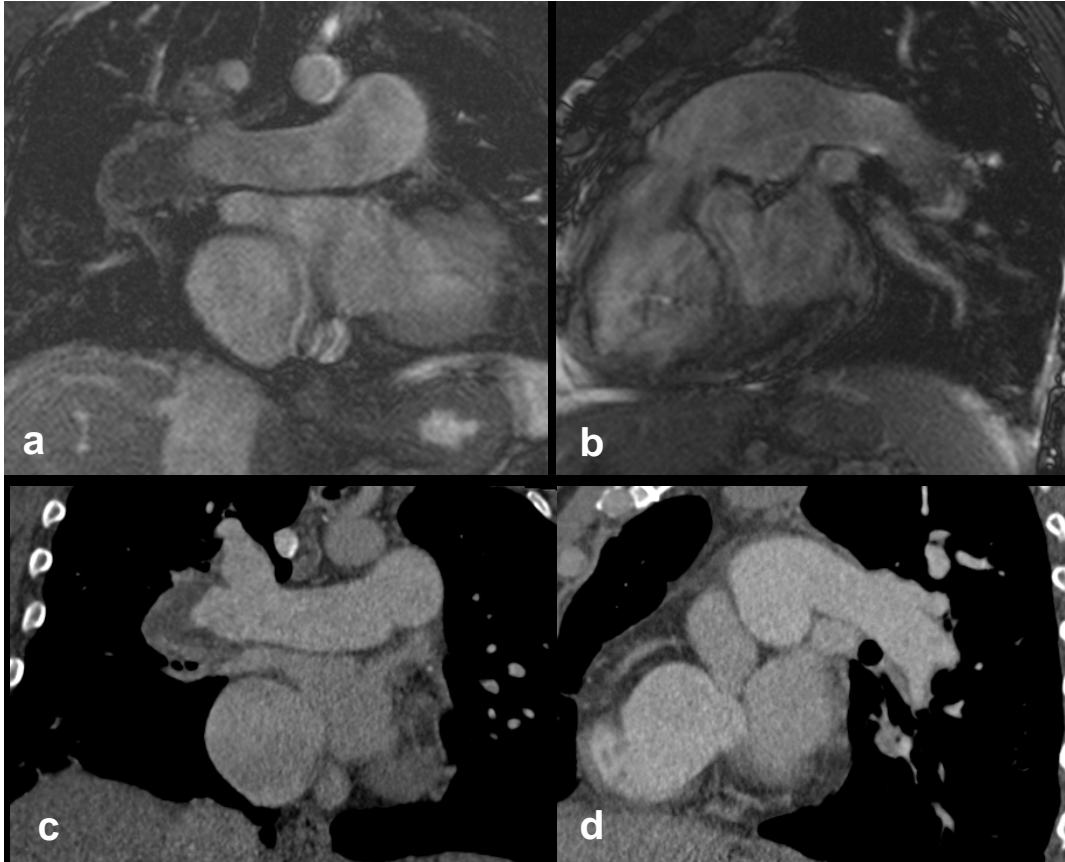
IGJC, Masculino de 40 años, con disnea súbita, acompañada de edema de miembro pélvico derecho. Antecedente de TEP y TVP previas. Las imágenes superiores (a y b) muestran imágenes de RM con secuencia TRUE FISP, en plano coronal y sagital (de izquierda a derecha). Las dos imágenes inferiores (c y d) son de angioTC. En las cuatro imágenes se muestra un defecto de llenado de la rama principal derecha. Se dio como positivo tanto en RM como angioTC.
